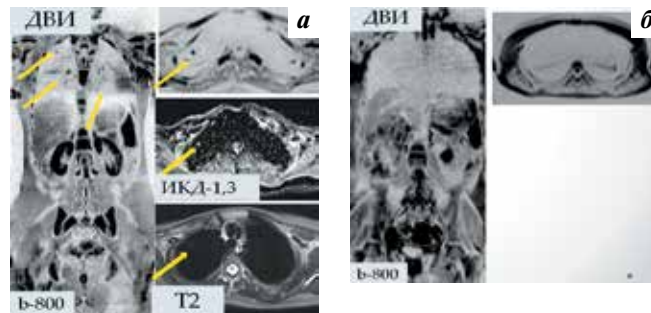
Магнитно-резонансная томография всего тела до начала лечения, в паренхиме обоих легких определяются множественные очаговые образования от 0,2 до 0,5 см повышенного магнитно-резонансного сигнала в режиме b-800, измеряемый коэффициент диффузии 1,2/34,4 (а); пациент после курсов химиотерапии — очаговые образования в легких четко не определяются (б)
